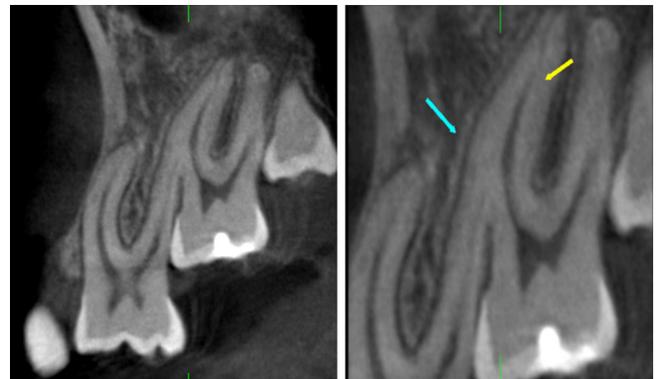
CBCT - Corte sagital. Obsérvese la hipercementosis de la raíz mesial de d.2.7 y su perfil mesial fusionado con la superficie distal de la raíz distovestibular del d.2.6 a nivel de su tercio apical, imagen compatible con concrecencia.
